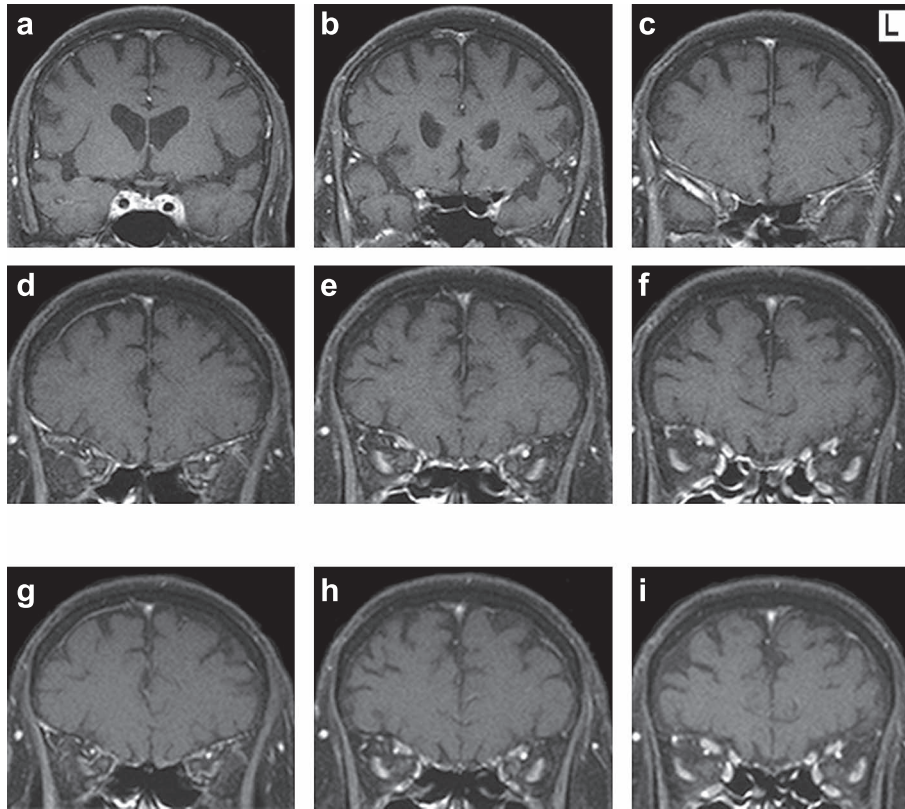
Gadolinium-enhanced T₁-weighted magnetic resonance imaging (coronal, 1.5 T; TR 776 ms, TE 13 ms). a-b) On admission, cranial magnetic resonance imaging (MRI) showed no thickening of dura matter on the cavernous sinus. c-f) On admission, cranial MRI revealed thickening and enhancement of the dura mater on the anterior cranial fossa. g-i) After 15 days of corticosteroid therapy, thickening and enhancement of the dura mater on the anterior cranial fossa were improved.
